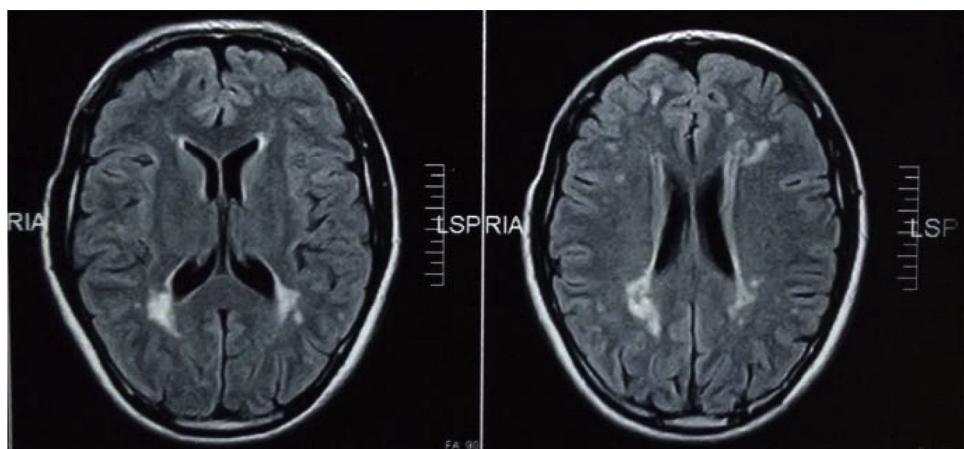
RM del paciente antes de la hemorragia, con infartos subcorticales.
